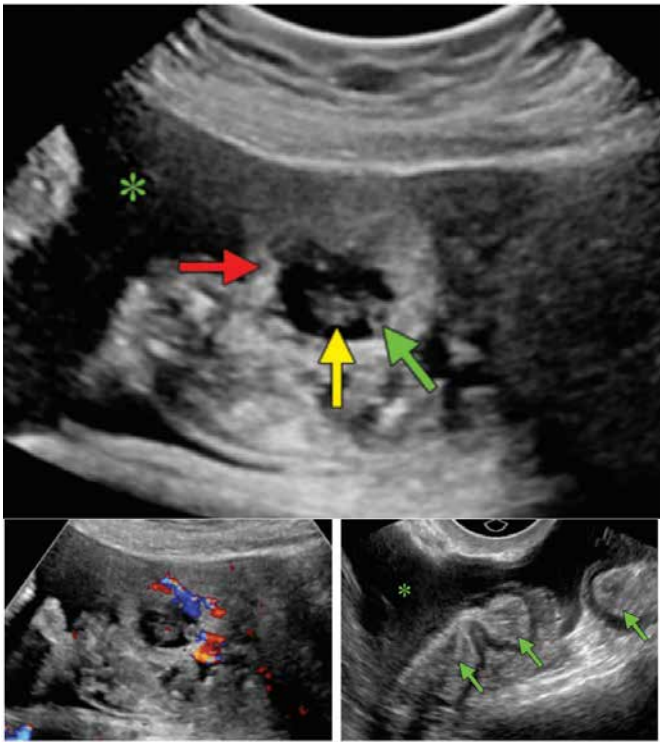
A gravidez ectópica abdominal. (a) Imagem de US em escala de cinza transabdominal sagital mostra um pólo fetal (seta amarela) e saco vitelino (seta verde) em saco gestacional intra-abdominal. Observe as margens ecogênicas periféricas (seta vermelha) ao redor do saco gestacional. Hemoperitônio (*) também é visto. (b) Sagital imagem de US com Doppler colorido transabdominal mostra fluxo peritrofoblástico fluir ao redor do saco gestacional. (c) Escala de cinza transvaginal sagital A imagem de US mostra alças intestinais (setas verdes) e hemoperitônio (*) ao redor do saco gestacional abdominal⁵.
